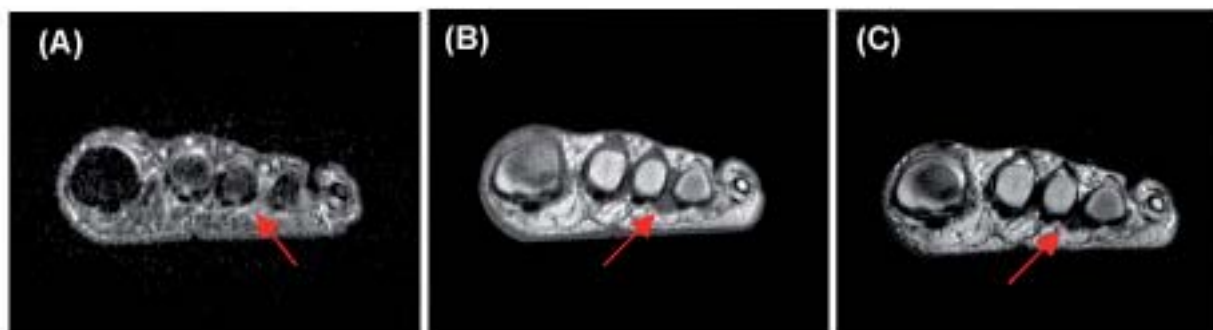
Studio RM di Neuroma di Morton (freccia) del 3° spazio metatarsale nelle sequenze STIR (A), T1 (B), T2 (C).
